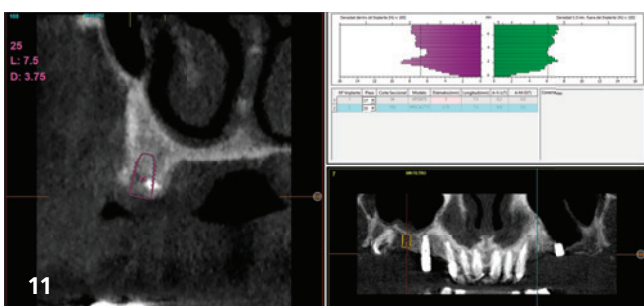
Planung des Implantats im linken Oberkiefer im Bereich des alten, explantierten Implantats. – Abb. 12: Panoramaröntgenbild nach Insertion der neuen Implantate. Der Patient trug bis zur Insertion der neuen Implantate weiterhin die provisorische Prothese. – Abb. 13: Röntgenbild mit den neuen progressiv belasteten Prothesen mit allen integrierten Implantaten.
